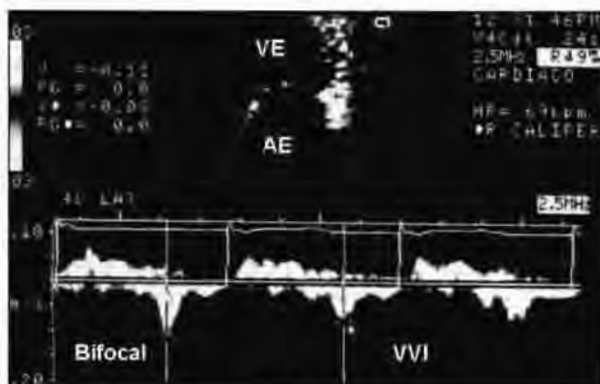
Traçado espectral do Doppler tecidual obtido a partir da via apical 4 câmaras, com a amostragem na parede lateral basal do VE (seta), mostrando aumento da onda de enchimento rápido (Em) com a ativação do Marcapasso Bifocal, em relação ao modo VVI.
